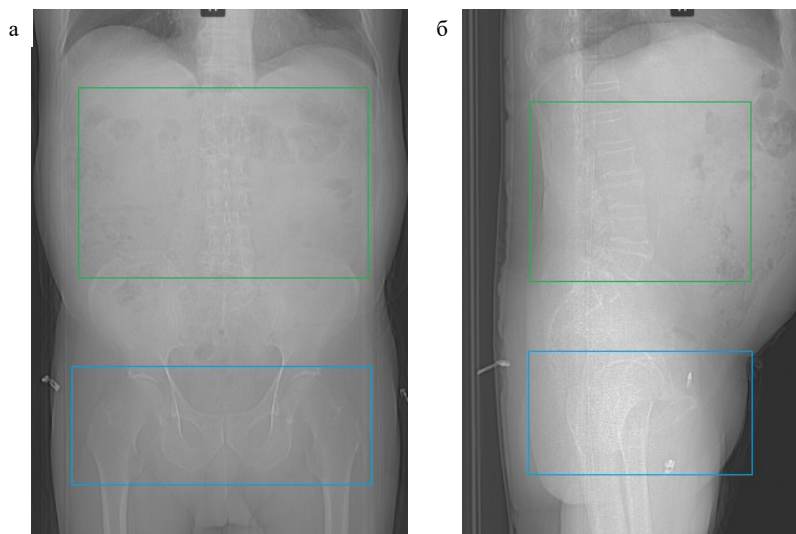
КТ-топограмма для разметки количественной КТ. а — в прямой проекции, б — в боковой проекции. Разметка ККТ поясничного отдела позвоночника ( $L_{1-4}$ ) — зеленый прямоугольник, разметка ККТ проксимальных отделов бедренной кости — синий прямоугольник
